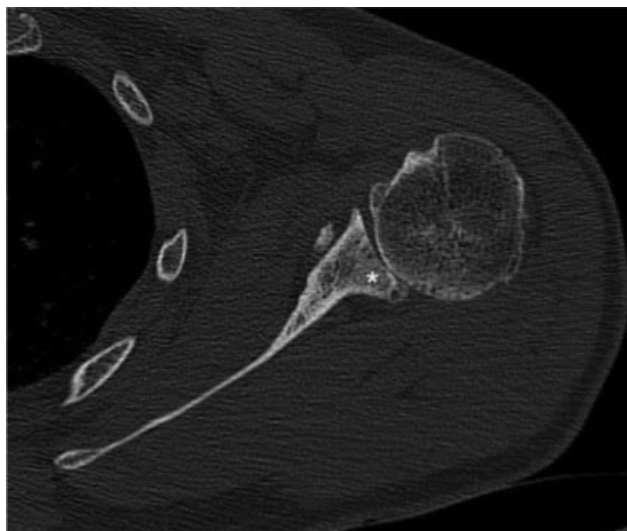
Corte axial de una tomografía computarizada de hombro izquierdo. Se observa el desgaste posterior del borde glenoideo (*) con obliteración del espacio articular.
